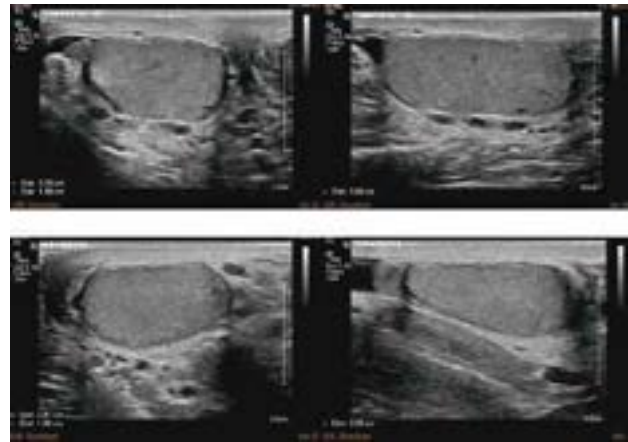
Ultrasound of both testes in transverse and longitudinal views revealed relatively low testicular volume. The right testis measured 2.75 x 1.56 x 3.80 cm with a volume of 12 mL, and the left testis measured 2.91 x 1.59 x 3.30 cm with a volume of 11 mL.
